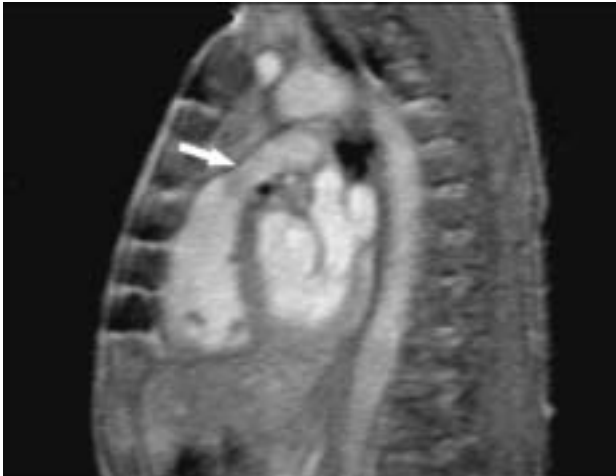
Resonancia magnética cardíaca de un paciente intervenido según la técnica de Ross con un gradiente a través del homoinjerto pulmonar de 30 mmHg. En el corte sagital del tracto de salida del ventrículo derecho se observa el estrechamiento del cuerpo del homoinjerto pulmonar y la presencia de una zona de aspecto inflamatorio en la cara anterior del injerto (flecha).
